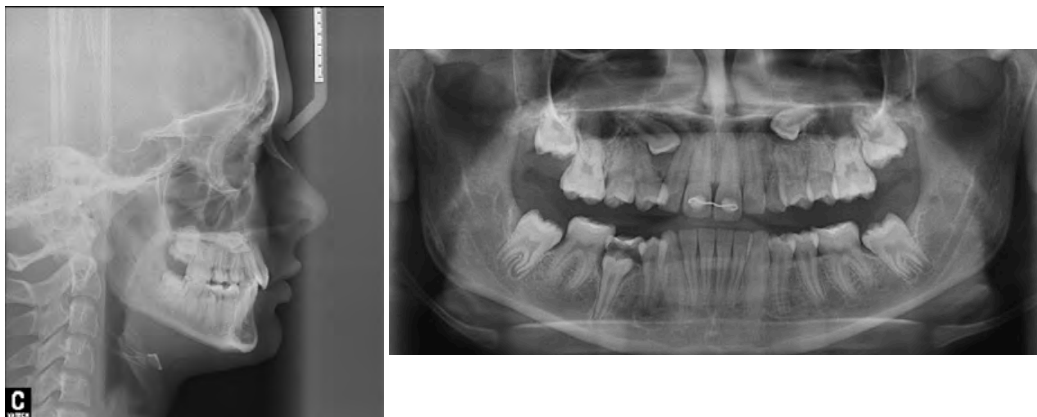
Exemplo de radiografias panorâmica e tele de um dos casos utilizados na pesquisa.
